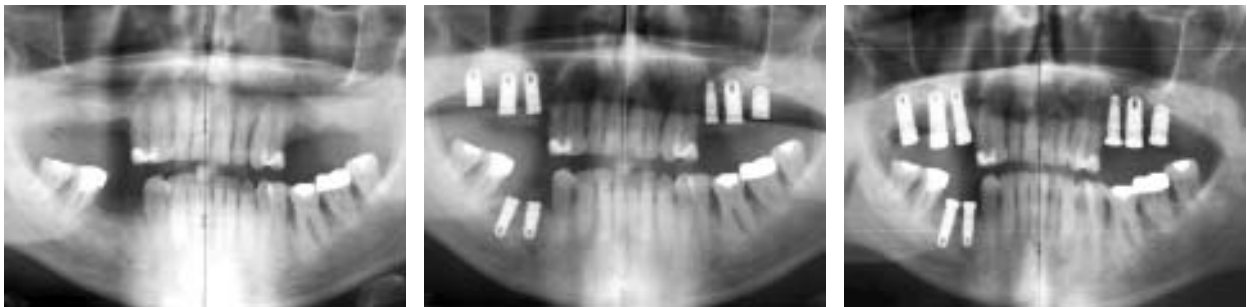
OPG präoperativ. – Abb. 2: Zustand nach Sinuslift beidseits und gleichzeitigem Setzen von jeweils drei Implantaten im rechten und linken Oberkiefer sowie von zwei Implantaten im rechten Unterkiefer (siehe Text). – Abb. 3: Röntgenkontrolle nach vier Monaten: Deutlich sichtbare Resorption des Knochenaufbaumaterials, das weitgehend durch neu gebildeten Knochen ersetzt worden ist.
